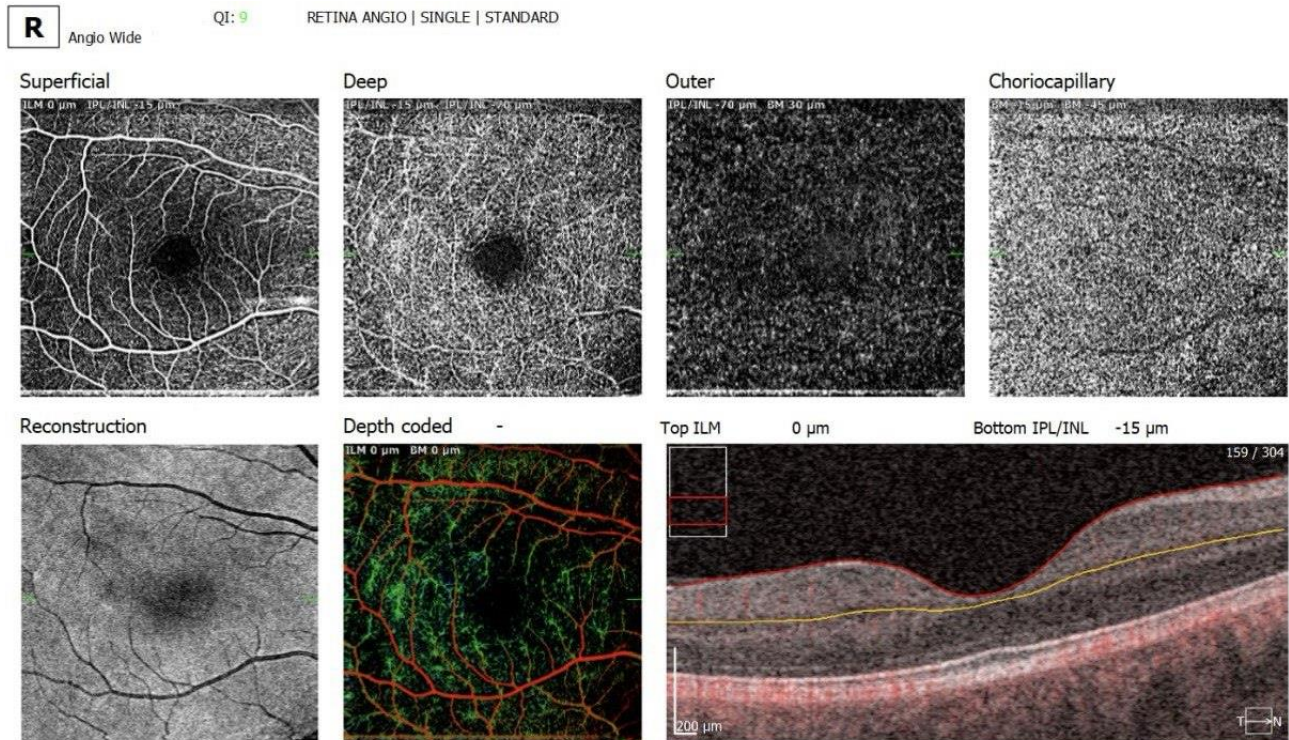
Зображення оптичної когерентної томографії ангиографії (ОСТ-А) парного ока пацієнта І групи.
